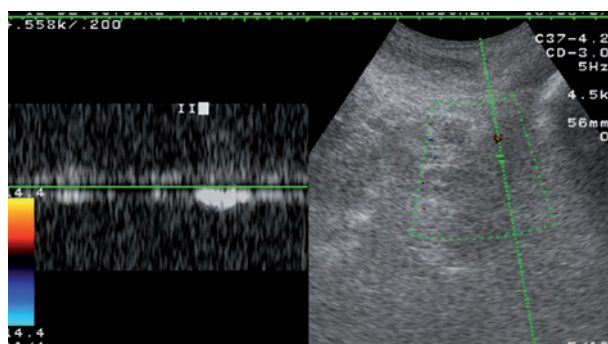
Eco Doppler Venoso de vena ilíaca izquierda: ausencia de flujo en representación espectral y color en la vena ilíaca izquierda por trombosis venosa aguda.
